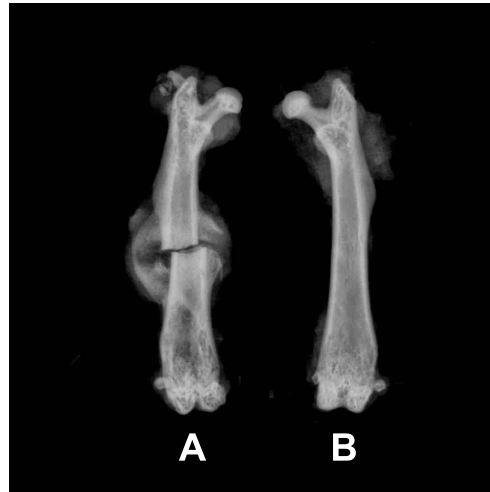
Röntgenbild zur radiologischen Auswertung nach zweiwöchiger Frakturheilung. (A) Frakturknochen (B) kontralateraler, gesunder Knochen
